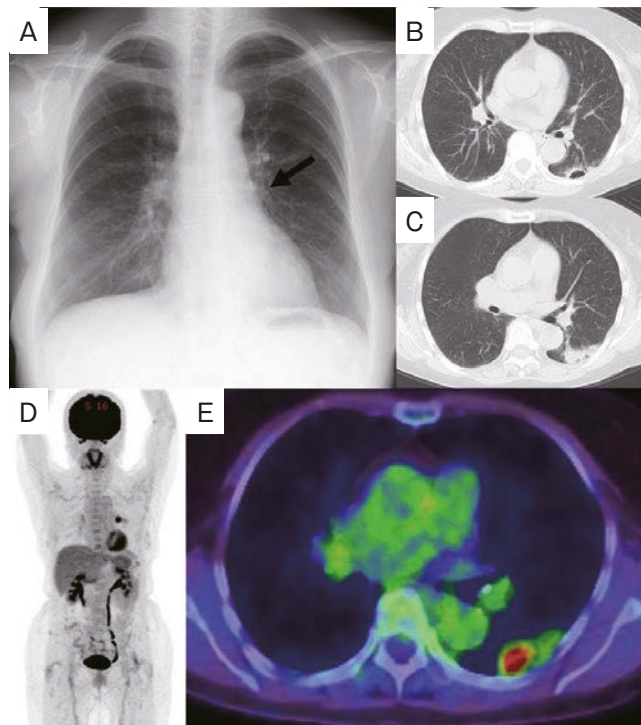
Imaging findings. (A) Chest X-ray on admission showed a 46mm mass in the left lower lobe of the lung (arrow). (B, C) Chest computed tomography (CT) on admission showed a 46mm mass in the left lower lobe of the lung, and a small amount of left pleural effusion. (D, E) FDG-PET/CT showed a mass with an SUVmax of 8.1 in the left lower lobe of the lung.
